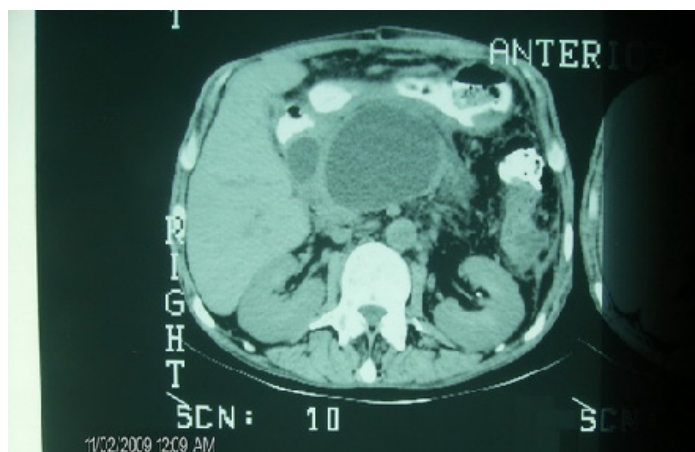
tomografie computerizată:
